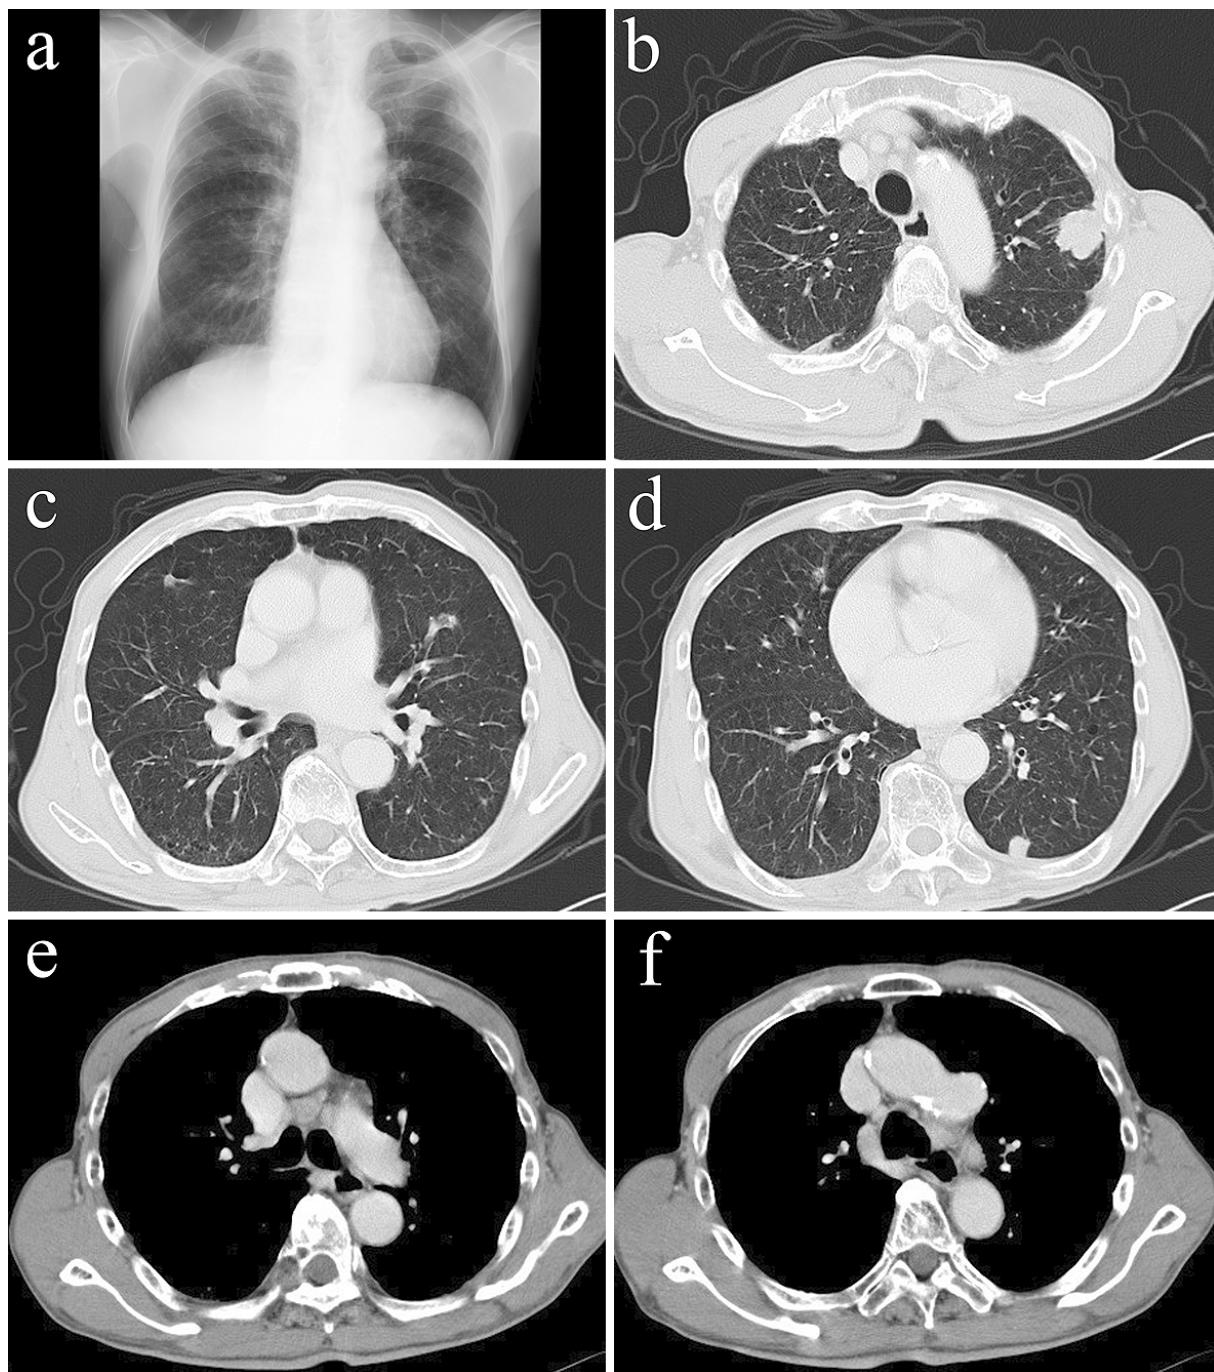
a: Chest X-ray showed a nodular shadow in the left upper lung field. b: The primary lesion was located in left S¹⁺². Intrapulmonary metastases were found in right S³ (c) and left S¹⁰ (d). e, f: The mediastinal lymph nodes were enlarged in bilateral #4.
